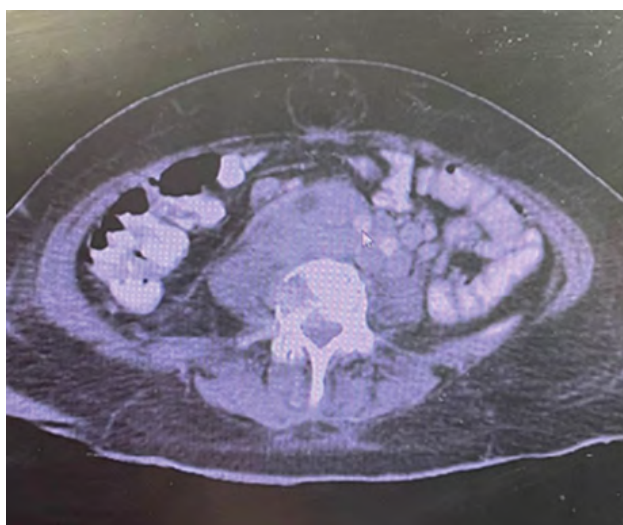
TC de abdomen y pelvis contrastada. Corte axial. Tumoración abdominal y adenomegalias retroperitoneales que comprometen los vasos ilíacos con invasión vertebral.
